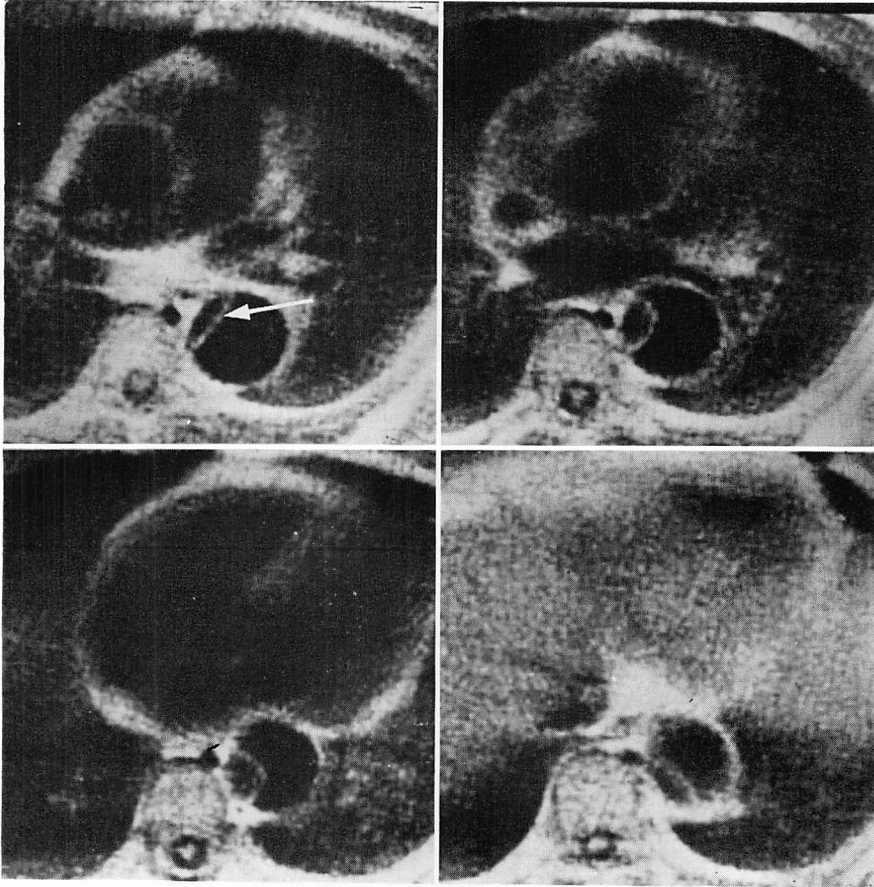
Transverse MRI in a case of Group I with type B aortic dissection.
